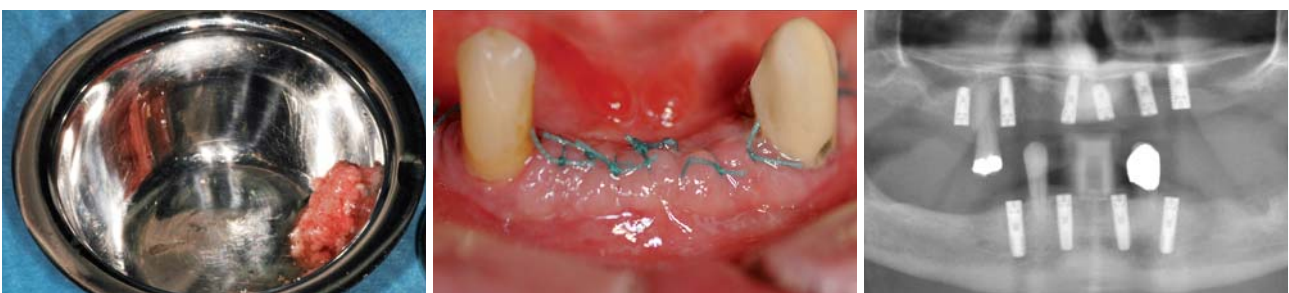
Aufgefangener autologer Knochen. – Abb. 19: UK-Nahtverschluss. – Abb. 20: Postoperative UK-Röntgenkontrolle.
